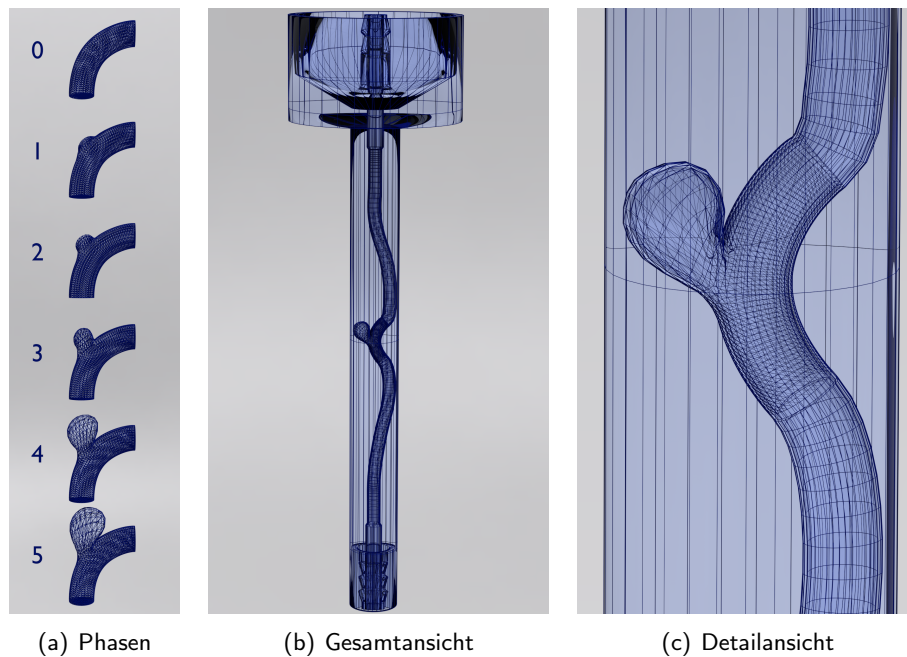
Modell B: Durchsichtiges Rendering eines 3D-Aneurysma-Modells, welches als 3D-Druckvorlage dient. Oben und unten existieren jeweils zwei Anschlüsse für Silikonschläuche, das Innere ist hohl. In der Mitte des Röhrchens befindet sich das zu durchströmende Gebiet, welches genau innerhalb der Sende- und Empfangseinheit des Tomographen liegt. Die Verbreiterung oben dient als Halterung für den 3D-Druck im Tomographen, der äußere Rand zur Stabilität beim Drucken (damit das Druckobjekt nicht von der Druckplatte abbricht). (a) Übersicht über die insgesamt modellierten sechs Wachstumsphasen. (b) Gesamtansicht für Phase 5. (c) Detailansicht für Phase 5.*
